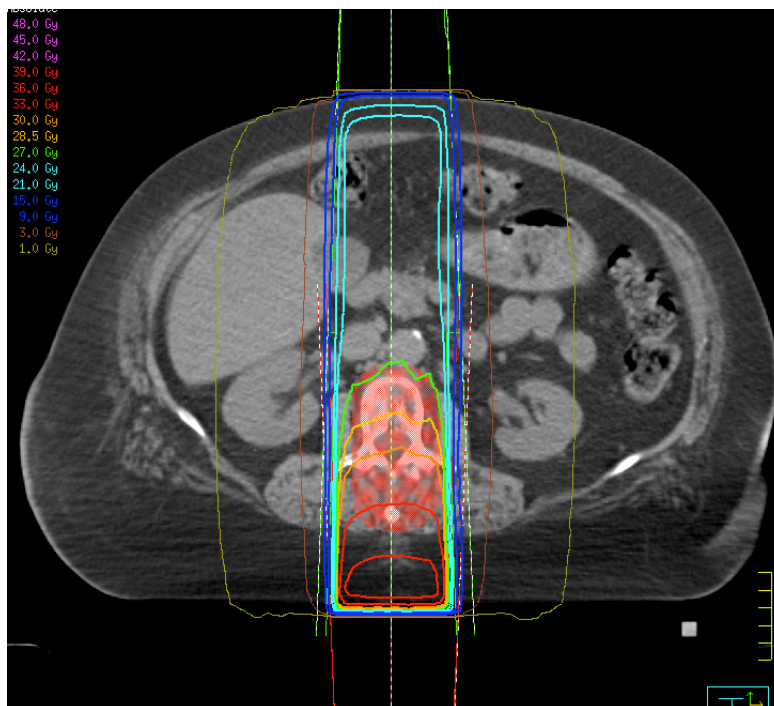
beispielhafte Dosisverteilung der 2F6/18-Technik im transversalen CT-Schnittbild. Die äußeren grünen und roten Linien oben und unten im Bild repräsentieren die Grenzen des ventralen bzw. dorsalen Feldes. Die 90%-, bzw. 27,0Gy-Isodose liegt der Planungsvorgabe entsprechend auf Höhe des ventralen PTV-Randes.
